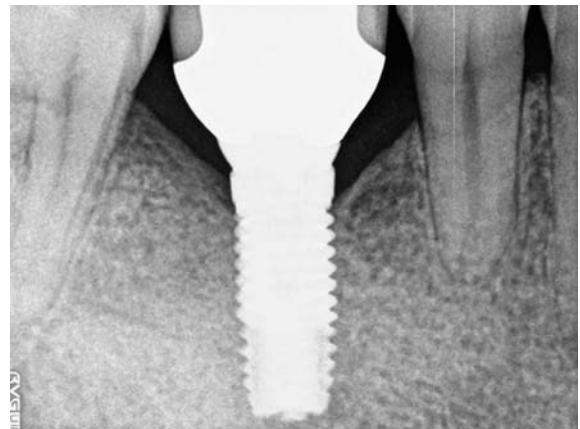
Dental radiography at two-years after installation
